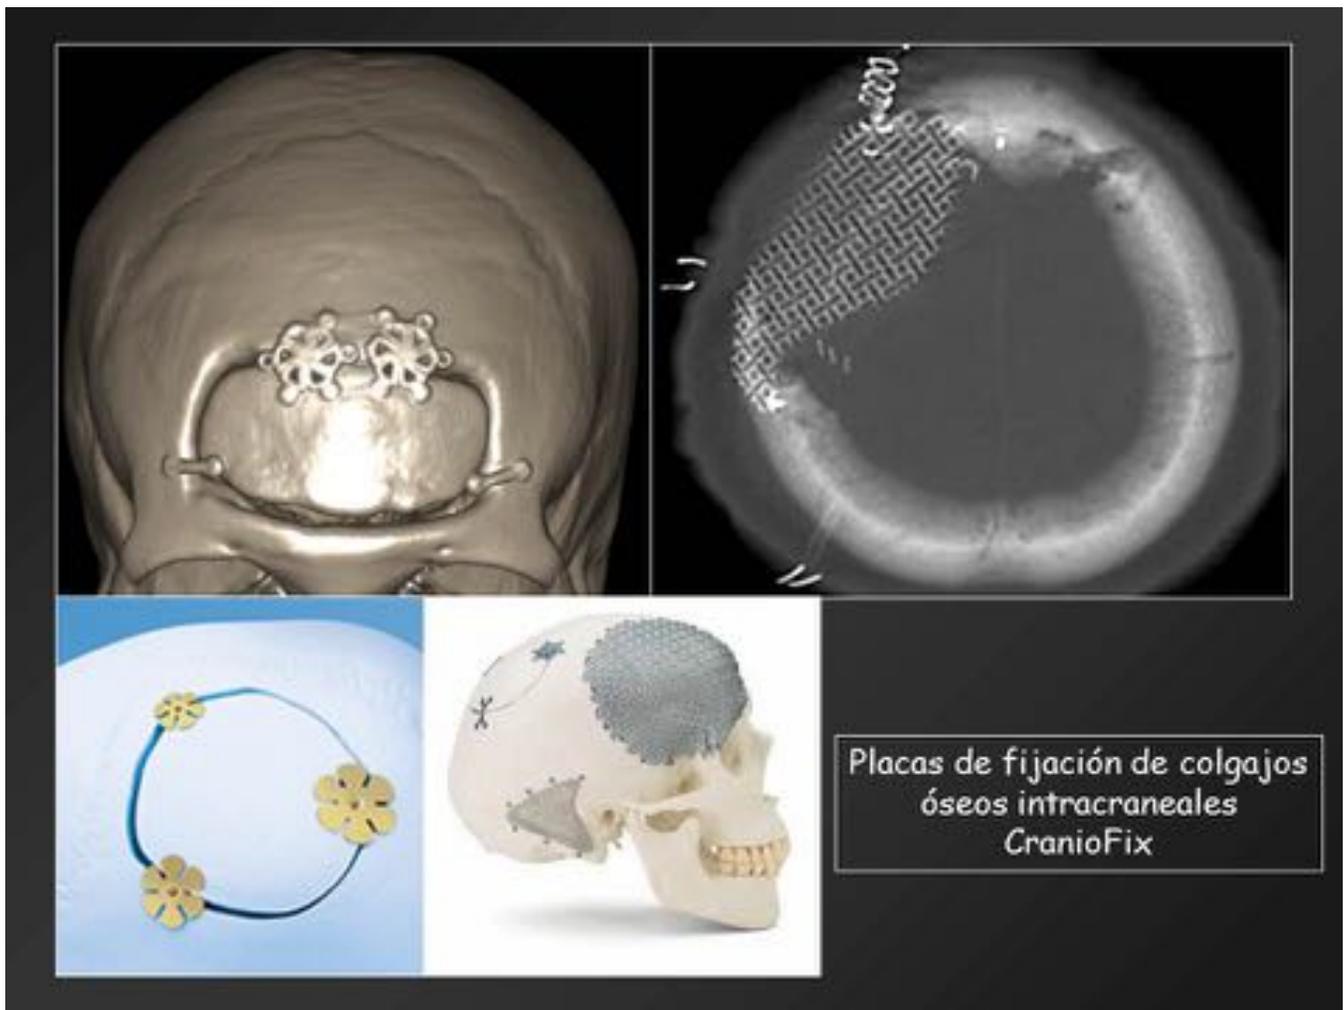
Placas de fijación de colgajos óseos intracraneales (dispositivos RM compatibles), en ella se dibujan con nitidez los bordes del colgajo óseo alineados con el hueso, sin sujeción alguna.
